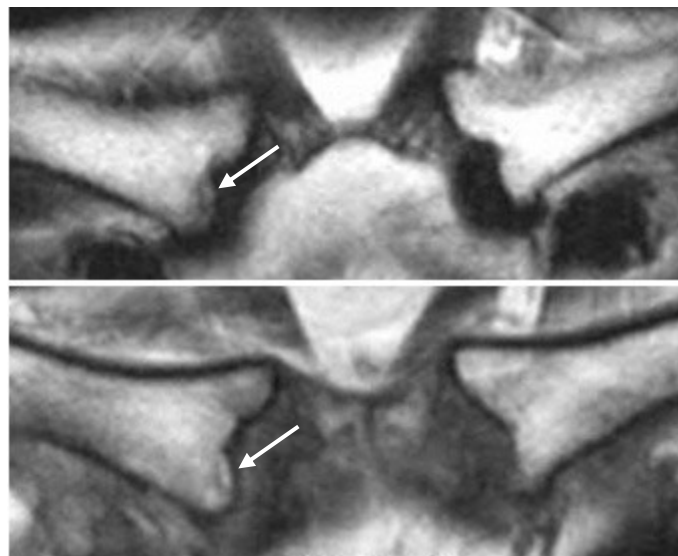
Patient 19 Jahre 3 Monate. Oben: MRT Thorax transv. Op Ph. T1w. Unten: CT. In beiden Aufnahmen erkennt man Knochenkerne, die partiell mit den Claviculae fusioniert sind. Ihre Achsen sind parallel zu den Grenzlamellen der Claviculae (Pfeile).*
